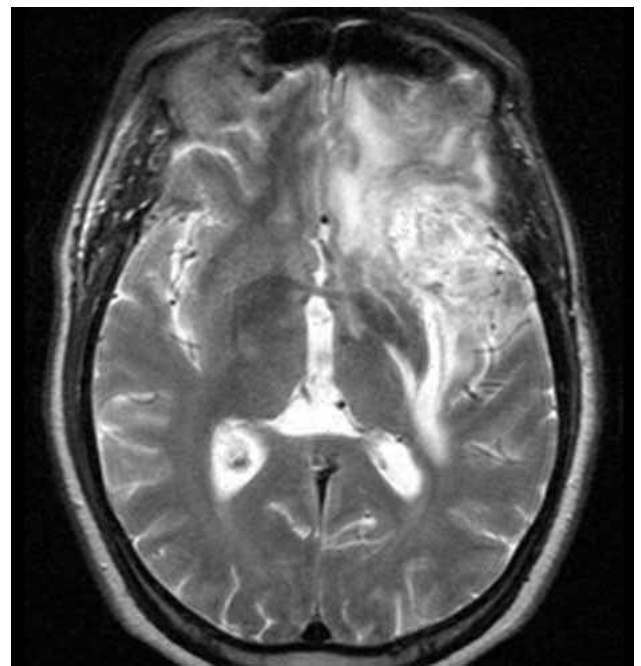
T2-gewicht. MRT des gleichen Patienten: Das ausgeprägte perifokale Ödem ist ein weiteres neuroradiologisches Kriterium des GBM.
